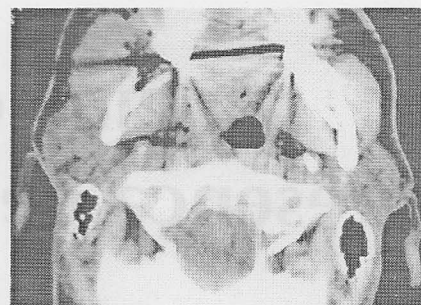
Tomografia computadorizada de mandíbula feita no diagnóstico inicial demonstra extensa infiltração inflamatória bilateral e desvio da faringe para a esquerda
